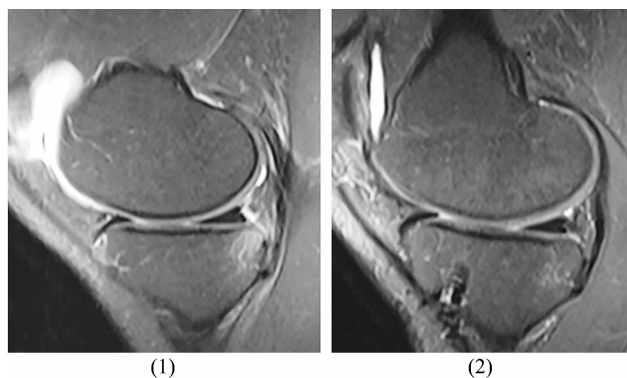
前交叉韧带断裂合并 Ramp 损伤病例 2 MRI
